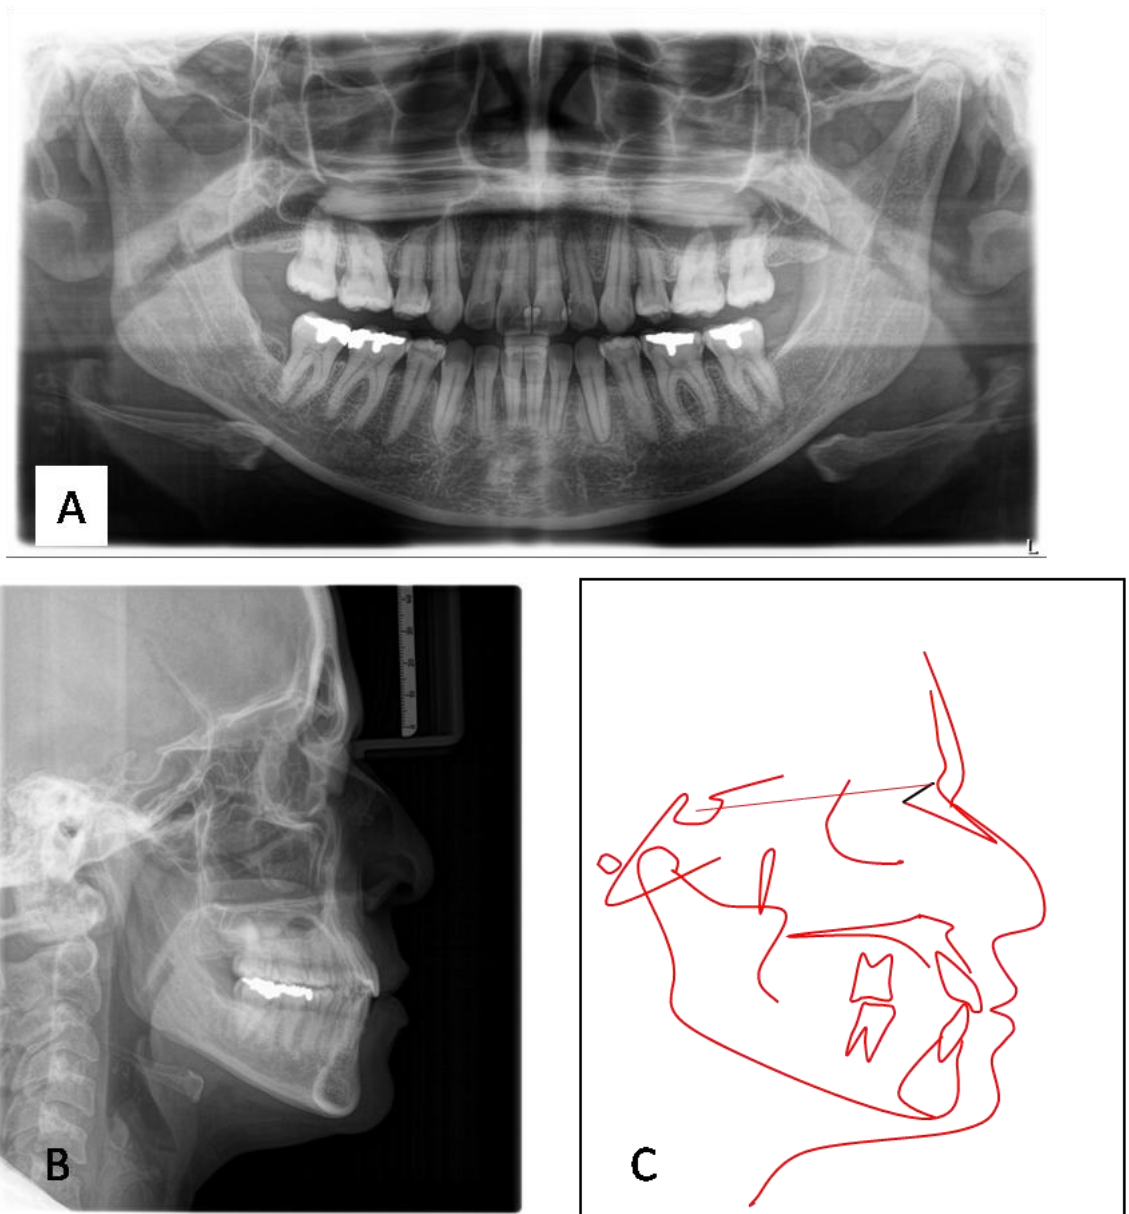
Radiografias finais: (A)- Panorâmica, (B)- Telerradiografia lateral e (C)- Traçado cefalométrico.
